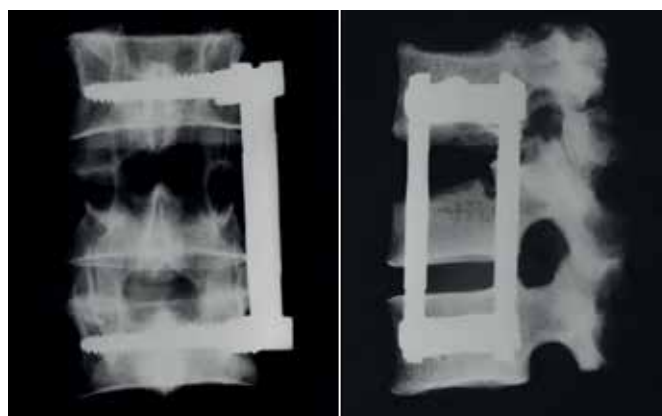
Рентгенограммы анатомических препаратов Th12-L2 в двух проекциях перед проведением нагрузочных тестов
